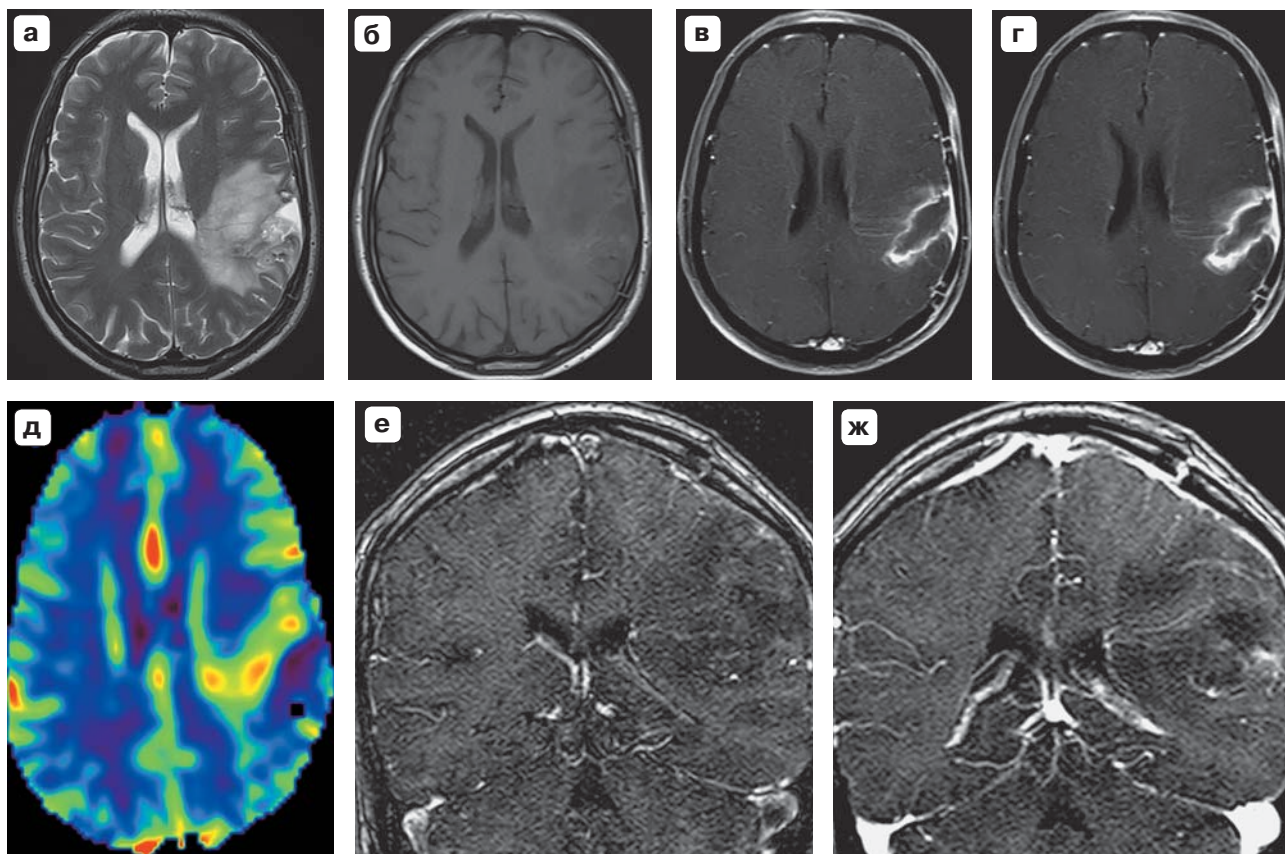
Пациентка X., 60 лет. Анапластическая астроцитома Grade III, прогрессирование после частичной резекции, МР-изображения (срок наблюдения 2 мес после операции). а – T2ВИ; б – T1ВИ; в – то же после контрастного усиления в дозе 0,4 мл/кг; г – то же после дополнительного контрастного усиления в дозе 0,2 мл/кг; д – карта перфузии rCBV на уровне опухоли; е – артериальная фаза ДК-МРА; ж – венозная фаза ДК-МРА. На полученных изображениях определяется объемное образование в левой височно-теменной области с масс-эффектом на стенку бокового желудочка и с перифокальным сосудистым отеком (а, б), с признаками выраженного контрастного усиления на T1ВИ в дозе 0,4 мл/кг, усиливающегося при дополнительном введении парамагнетика в дозе 0,2 мл/кг (в, г), где по передней поверхности области оперативного вмешательства определяется зона повышенной перфузии (д), в пределах которой выявлены множественные артериальные и венозные патологически измененные сосуды (е, ж).
